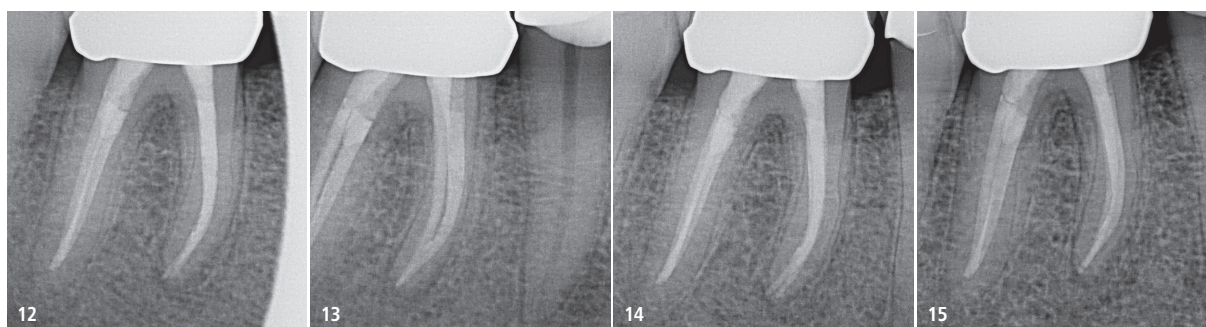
Röntgenkontrollaufnahme nach Wurzelfüllung und Deckfüllung. – Abb. 13: Röntgenkontrollaufnahme nach Wurzelfüllung in zweiter Projektion. – Abb. 14: Röntgenologische Nachkontrolle nach sechs Monaten. – Abb. 15: Röntgenologische Nachkontrolle nach 30 Monaten.
